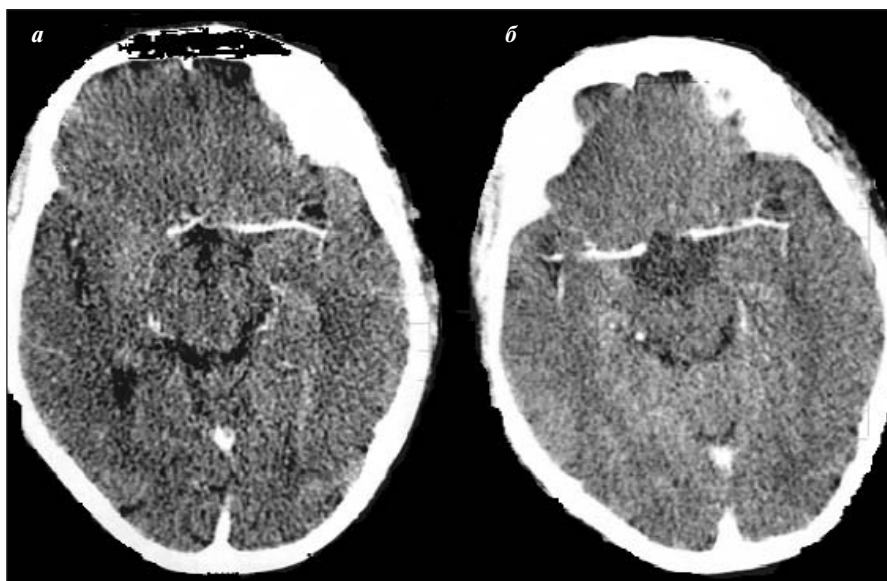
КТ-ангиография интракраниальных артерий. Реканализация средней мозговой артерии на фоне тромболитической терапии. а — окклюзия правой средней мозговой артерии в сегменте М1 до тромболиза; б — восстановление кровотока по сегменту М1 правой средней мозговой артерии после тромболиза
